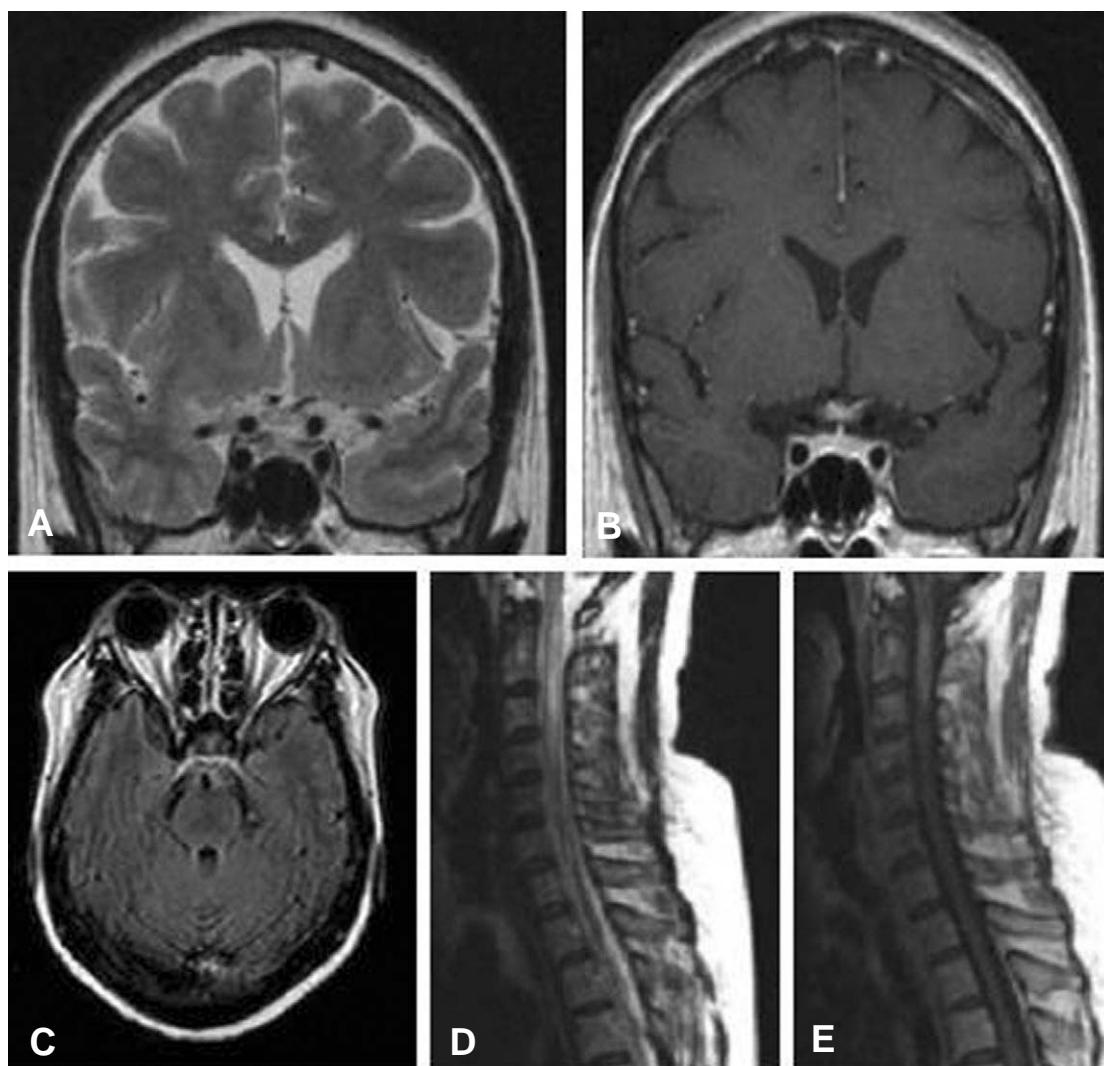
Brain and spine MRIs of the patient. Brain MRI shows T2 high signal intensity (A) and diffuse enhancement of optic chiasm (B), whereas no abnormal finding of optic nerves (C). Cervical spine MRI shows T2 high signal intensity (D) and diffuse enhancement of spinal cord in the C2-5 level (E).
